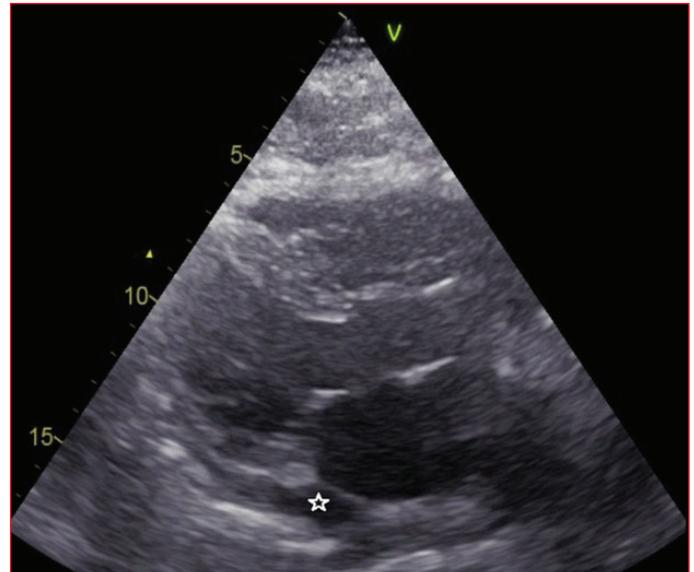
Echocardiographic image of coronary sinus dilatation (Asterisk is the coronary sinus).
